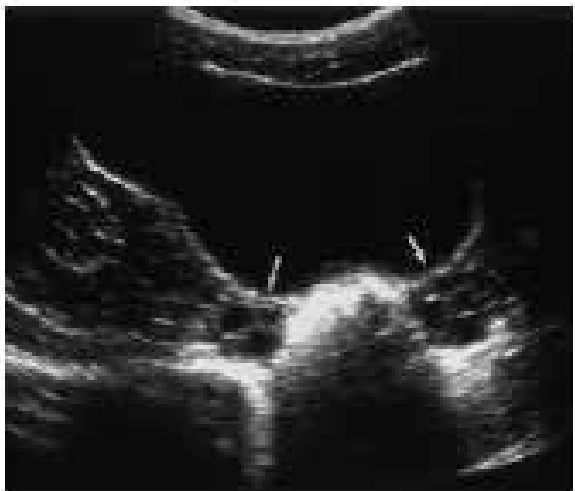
Aspecto de ovário pré-pubere normal. Ultrassonografia transversal em uma criança de 1 mês de idade mostra vários folículos ovarianos. O volume ovariano é de 1 cm³ (Fonte: GAREL et al, 2001).
